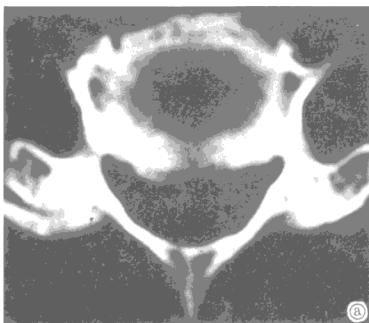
CT扫描显示颈<sub>5-6</sub>椎间盘突出(a);术后椎间盘突出消失及椎间盘破坏情况(b)。
